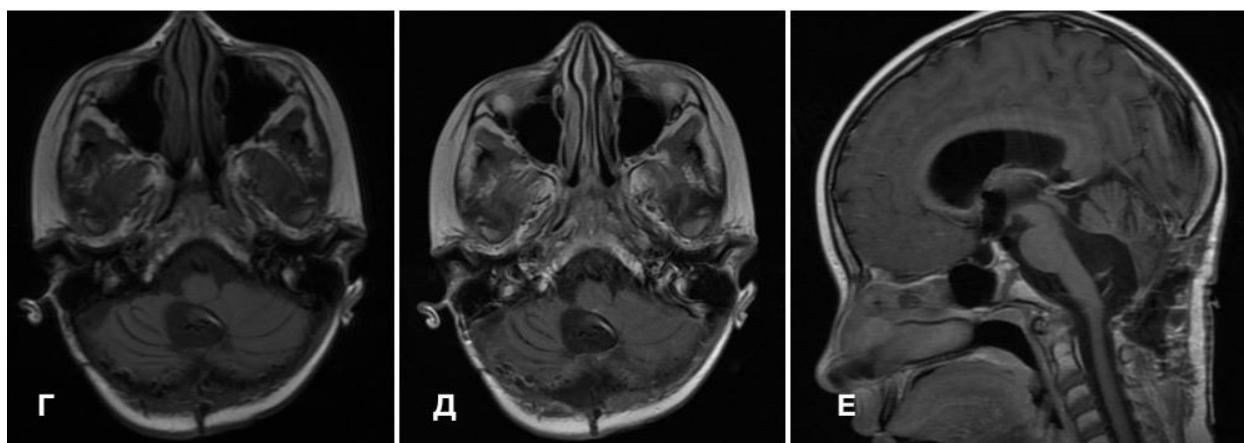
Контрольное МРТ пациентки Ж., выполненное через 2 дня после операции. Г, Д – T1+Gad аксиальные МРТ; Е – T1+Gad сагиттальная МРТ
